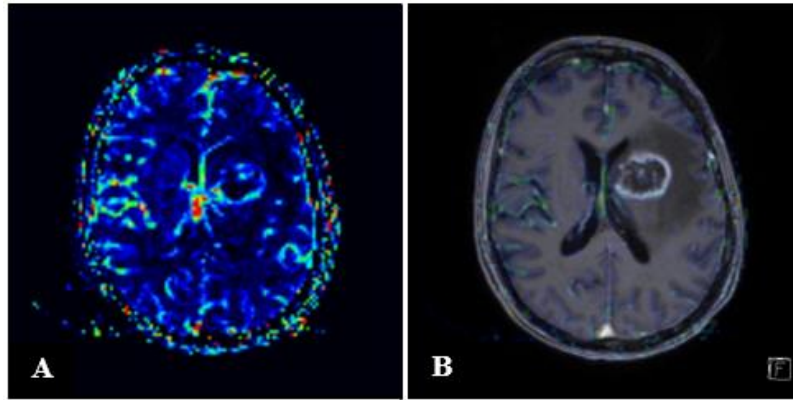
Case courtesy of Dr David Mitchell, Radiopaedia.org, rID: 60648. Perfusão em RM – rCBV (A e B) num glioblastoma.
